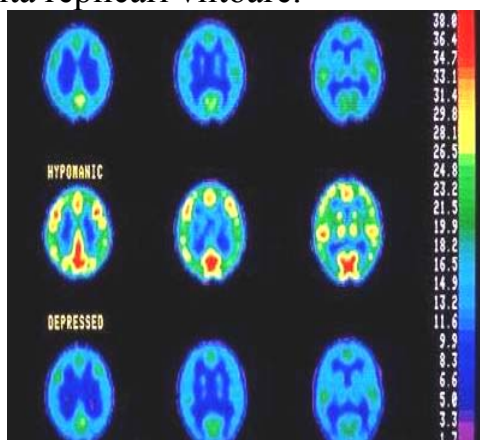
Aspecte de rezonanță magnetică la maniaco-depresivi
